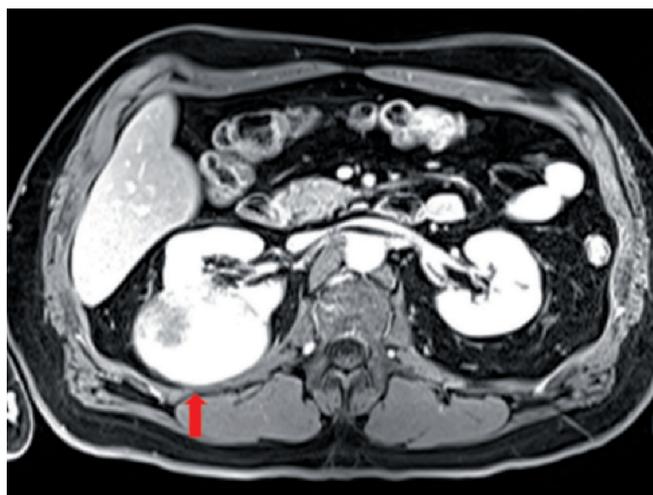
Tomografía axial computarizada abdominal con contraste. Tumor en riñón derecho (flecha roja).
